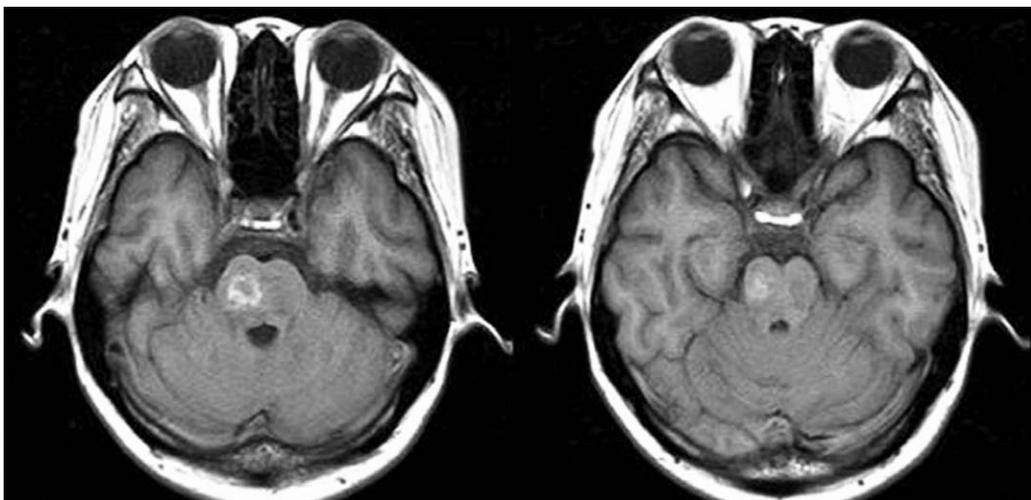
T12-weighted images of brain MRI on hospital day 17.
